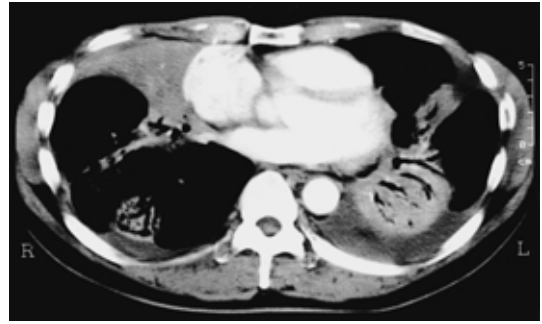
Chest CT showing bilateral pleural effusion, one mass located in the left S10 with airbronchogram signs and another in right S9. The tumor is occupied the right middle lobe.
